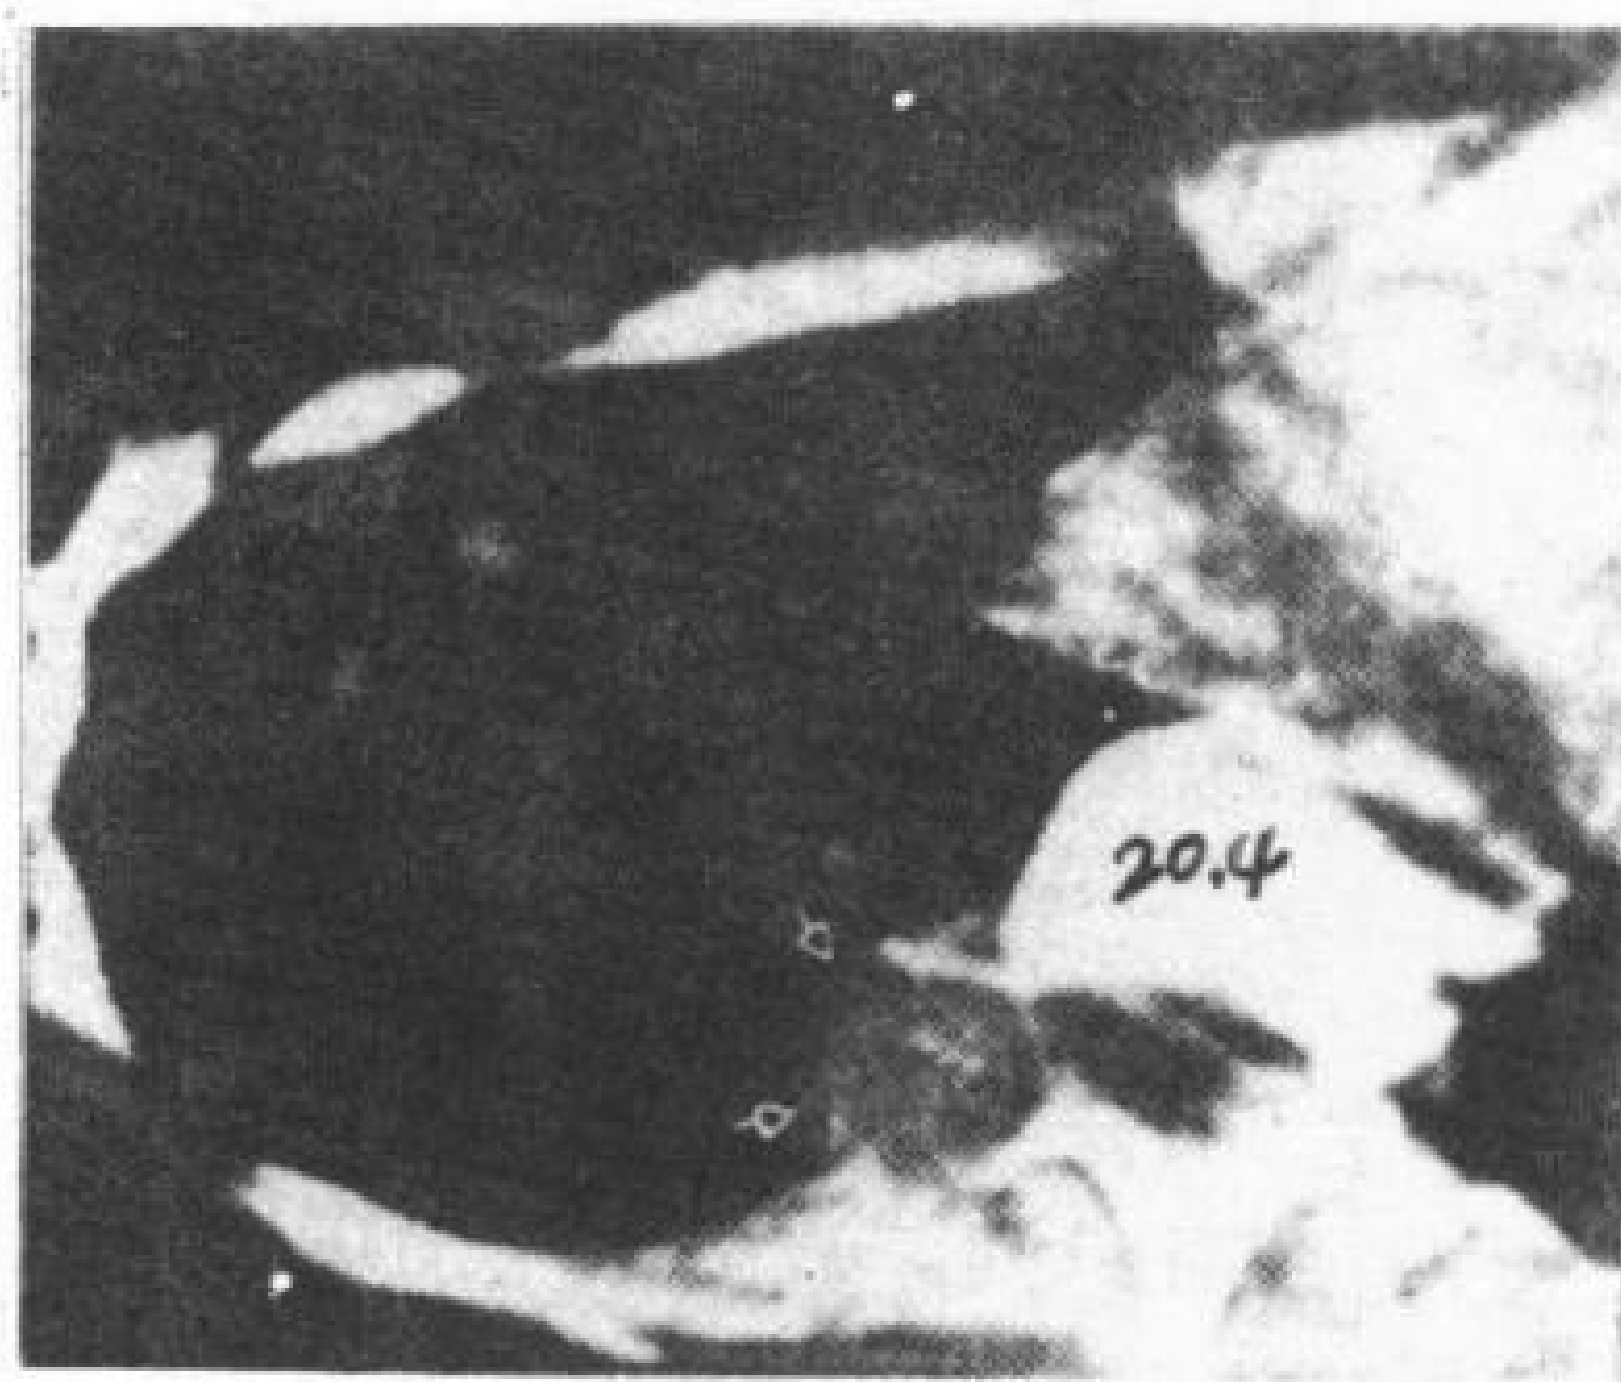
硬脊膜外蛛网膜憩室, 于T<sub>10</sub>水平。患者14岁, 女性, 有Marfan综合症。CT显示一低密度肿块(⊙)经扩大的神经孔突入右侧椎旁沟。
